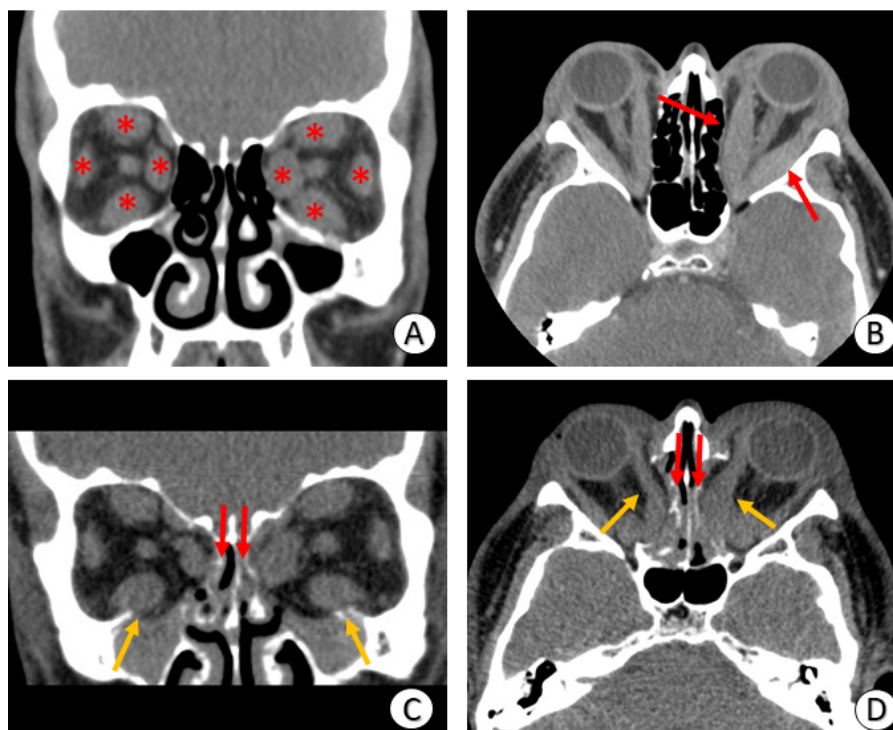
Tomografia computadorizada de órbita. A e B: Observe o aumento exuberante e assimétrico (pior à esquerda) da musculatura ocular extrínseca (asteriscos e setas); cortes coronal e axial, respectivamente. C e D: Aparência após decompressão orbitária das paredes medial (setas vermelhas) e inferior (setas amarelas na figura C) bilateralmente (observe a mudança na posição dos retos mediais em direção à cavidade nasal – setas amarelas na figura D).
